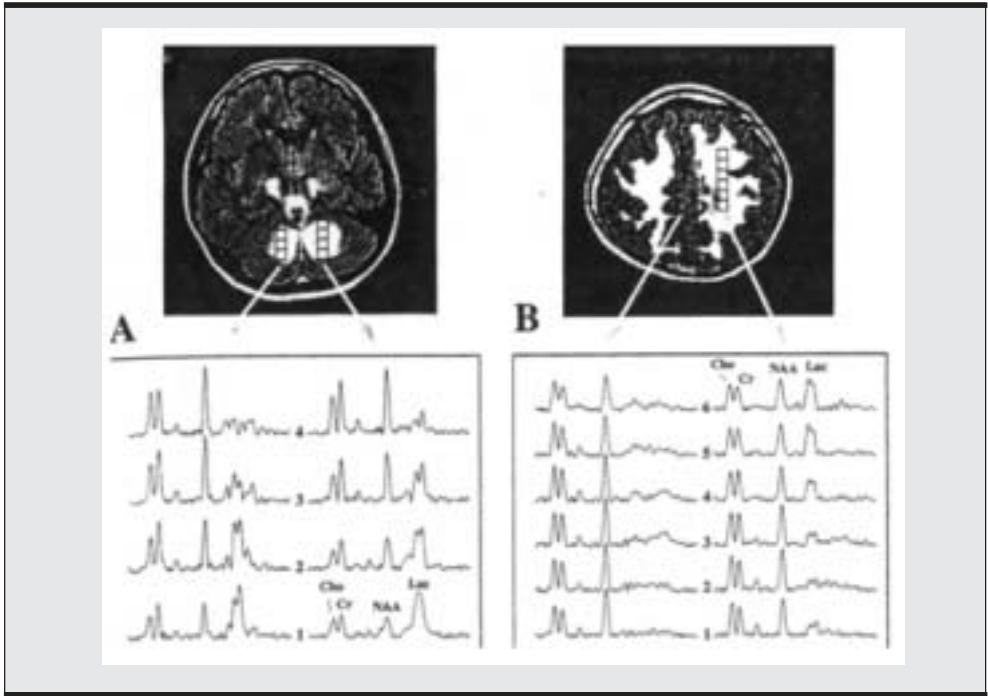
Imagen en FLAIR de A Cerebelo y B Sustancia gris y blanca cerebral. Se observa aumento de los niveles de lactato (Lac) y disminución de los niveles de n-acetil aspartato (NAA). Colina (CHO) y creatina (Cr). Modificado de *Neurology* 1999; 53: 1765-1773
